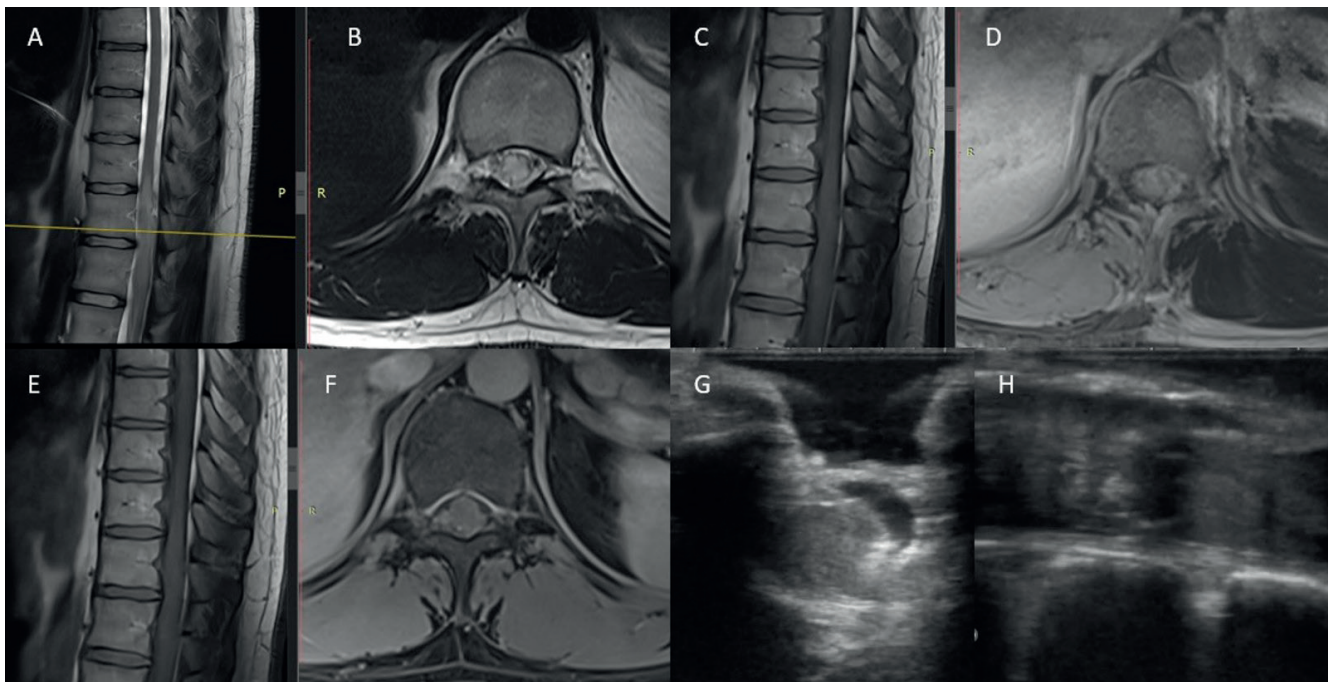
Preoperative MRI and intraoperative ultrasound imaging of the thoracic spinal cord lesion
